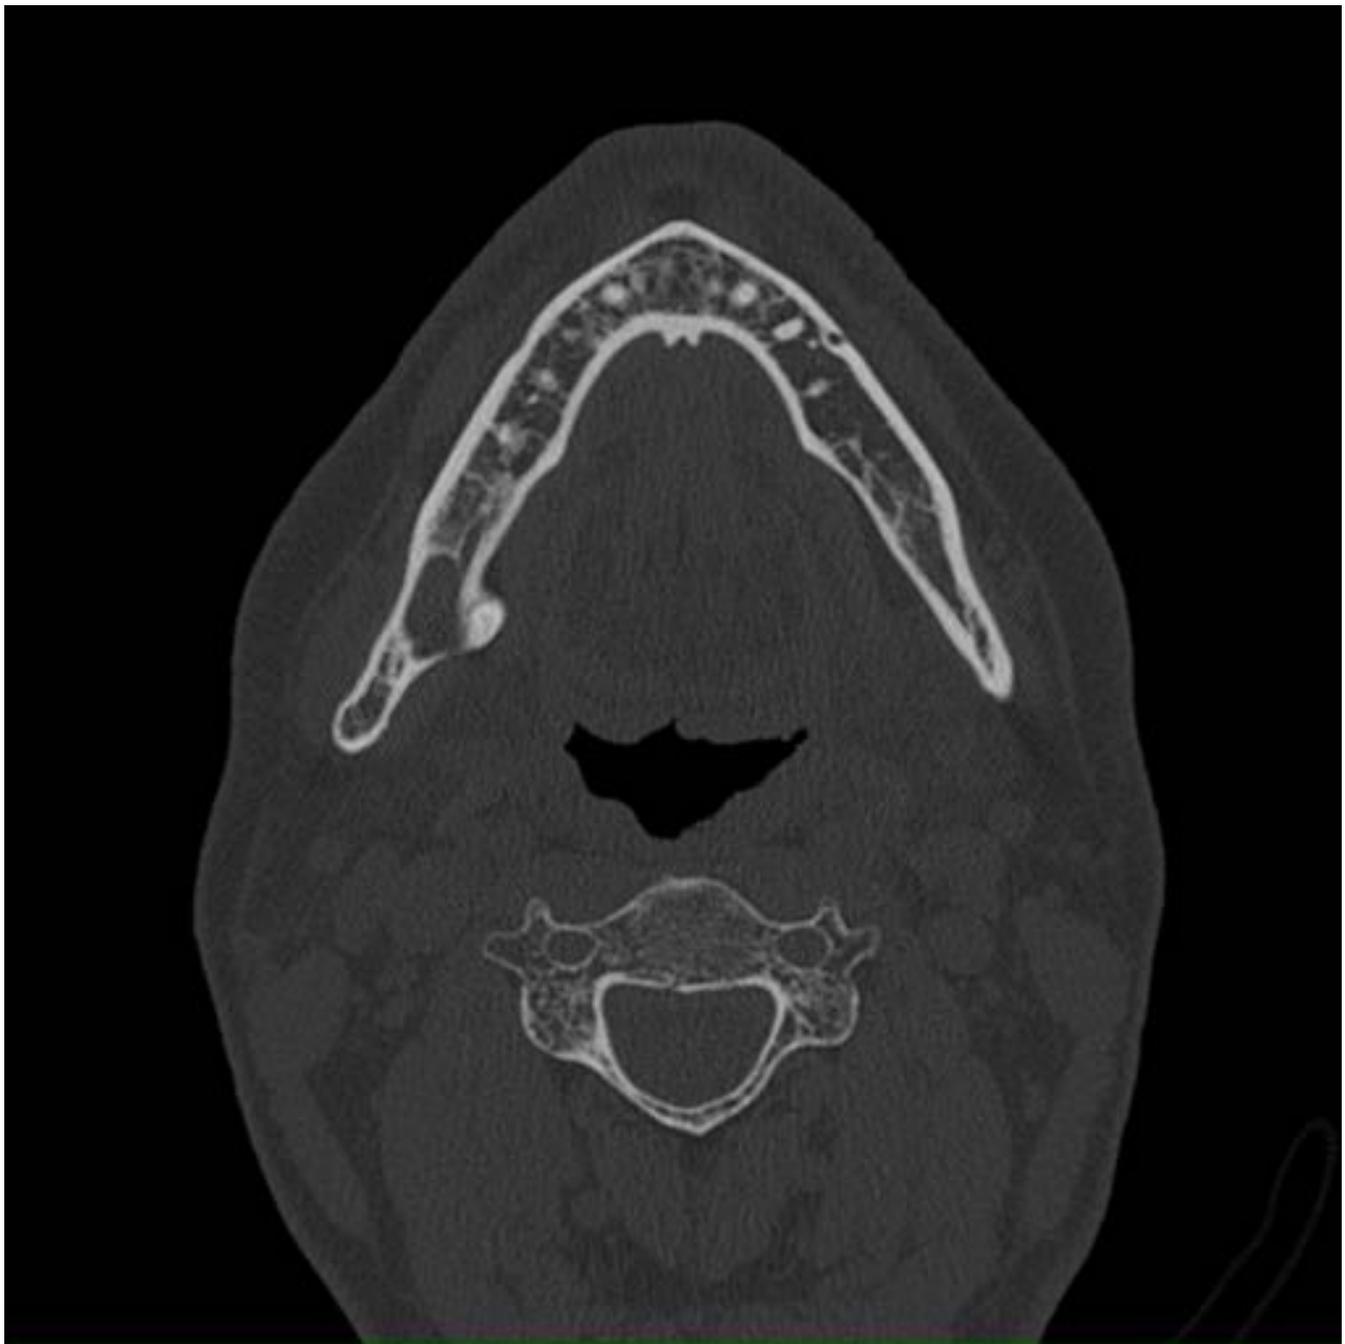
TC corte axial. Quiste folicular en íntimo contacto con el canal del nervio dentario, que está remodelado/desplazado por la lesión. No matriz interna ni masas de partes blandas asociadas.
